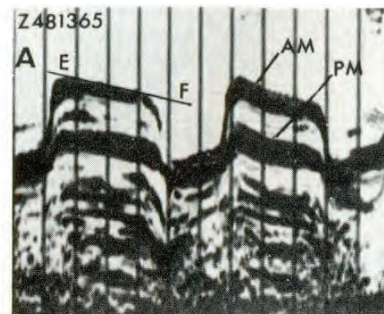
Muestra un ecocardiograma modo M de una válvula mitral estenótica. Se puede apreciar la ausencia de la pendiente E-F y el movimiento anterior de la valva posterior. MA=movimiento v.
